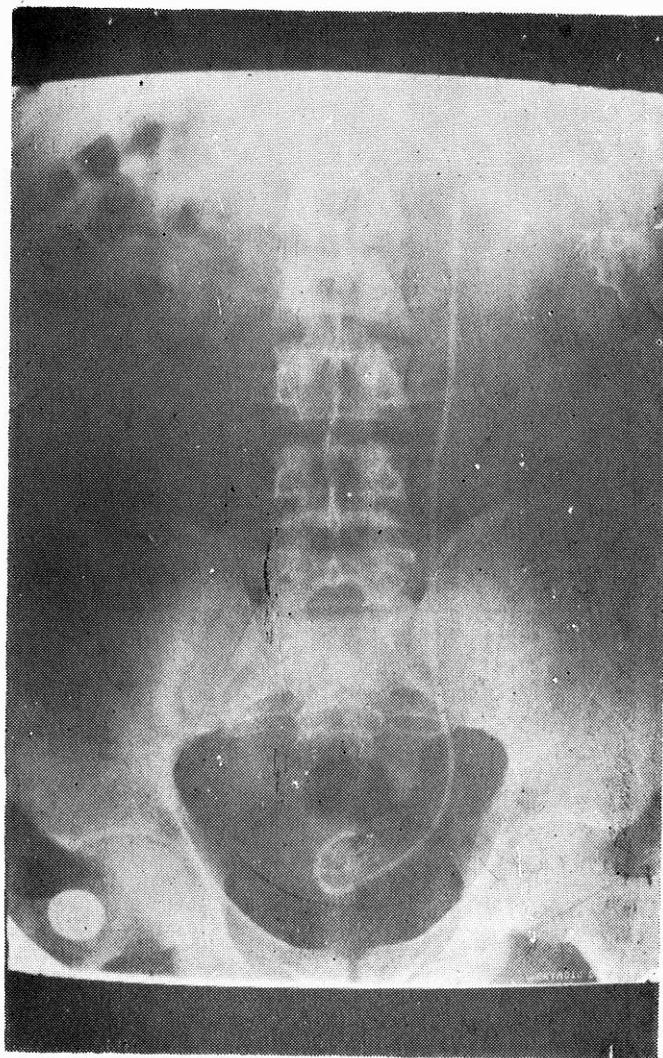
Distalden çekilirken kopan double-j üreteral stentin DÜS grafisi. Proximal parçalarda stent çevresinde taş formasyonu gözleniyor.
